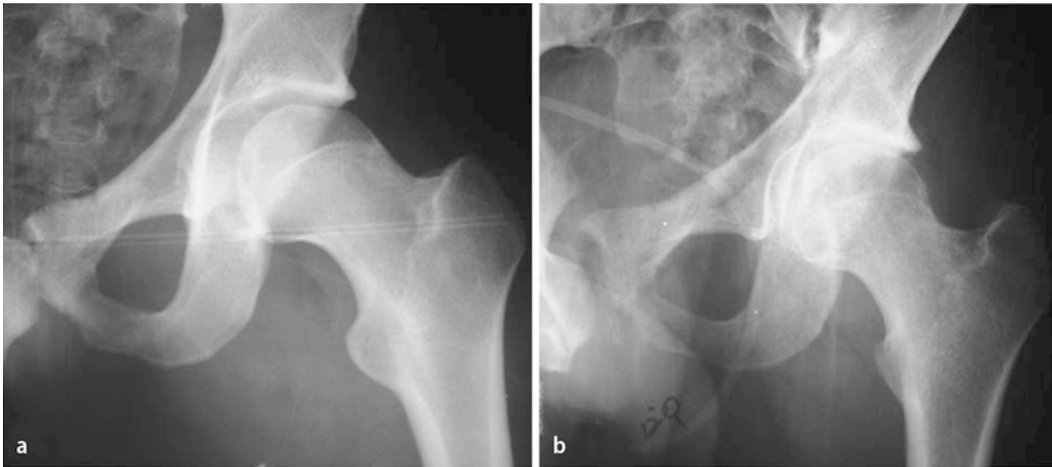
◀ Das präoperative Röntgenbild (a) zeigt eine nicht konzentrische Reposition der Hüfte nach geschlossener Reposition einer Hüftluxation. Nach der arthroskopischen Entfernung der freien Gelenkkörper bestätigt das postoperative Röntgenbild die anatomisch-konzentrische Reposition der Hüfte (b)
